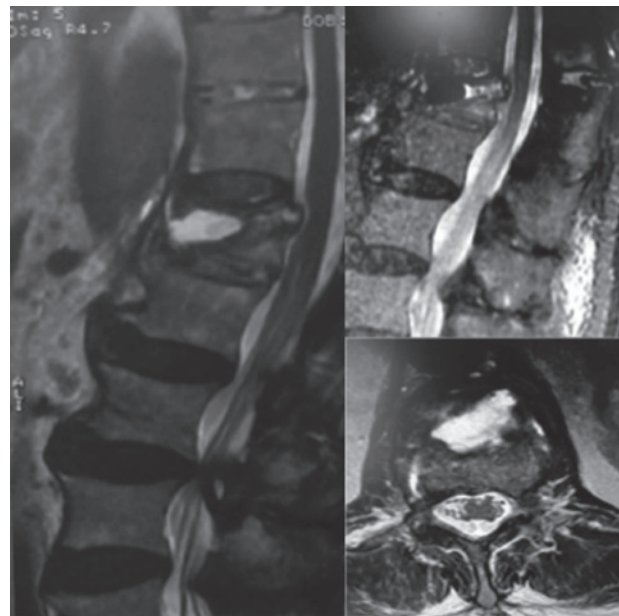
RM T2-pesata dimostra la presenza di liquido intravertebrale iperintenso contrapposto a un segnale vacuolare ipointenso, (double line sign).
